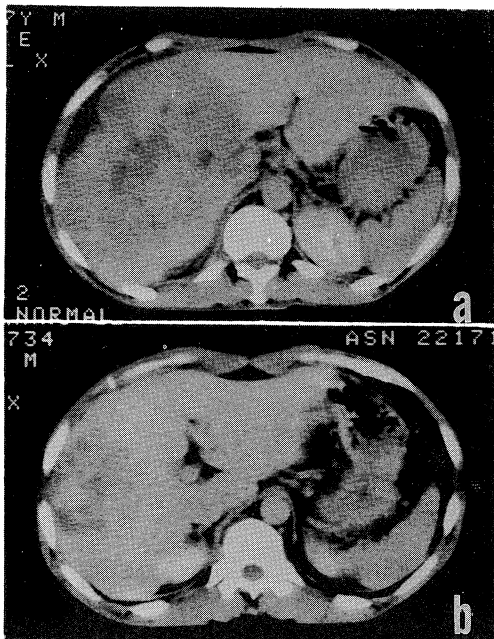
a. A large tumor locates in the right lobe before TAE. b. CT scan 9 months after TAE. The liver tumor became markedly reduced in size.
